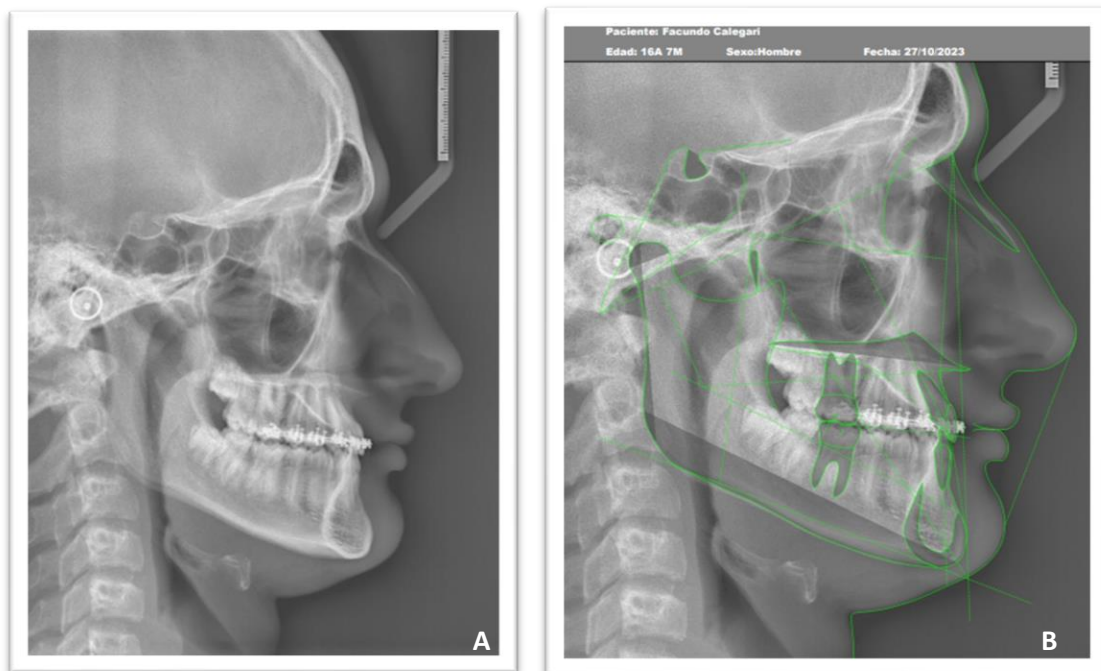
A: Teleradiografía final; B: Trazado cefalométrico de Ricketts.
